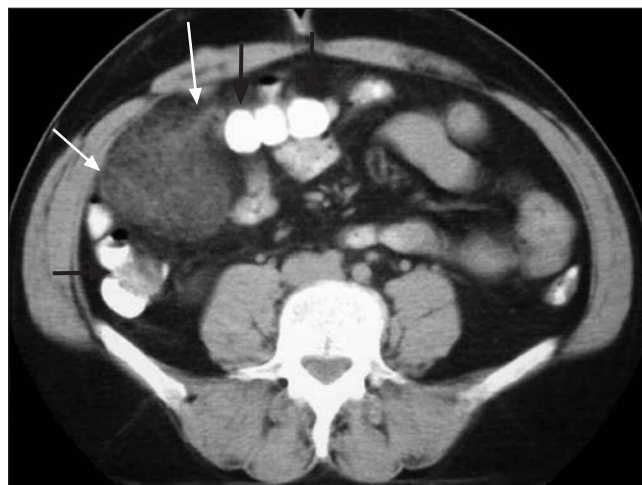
Imagen axial de TAC sin contraste endovenoso y con contraste oral que muestra las relaciones entre el colon (flechas negras) y el infarto omental (flechas blancas). El infarto se localiza medial al colon ascendente y ligeramente por delante del colon transverso.
